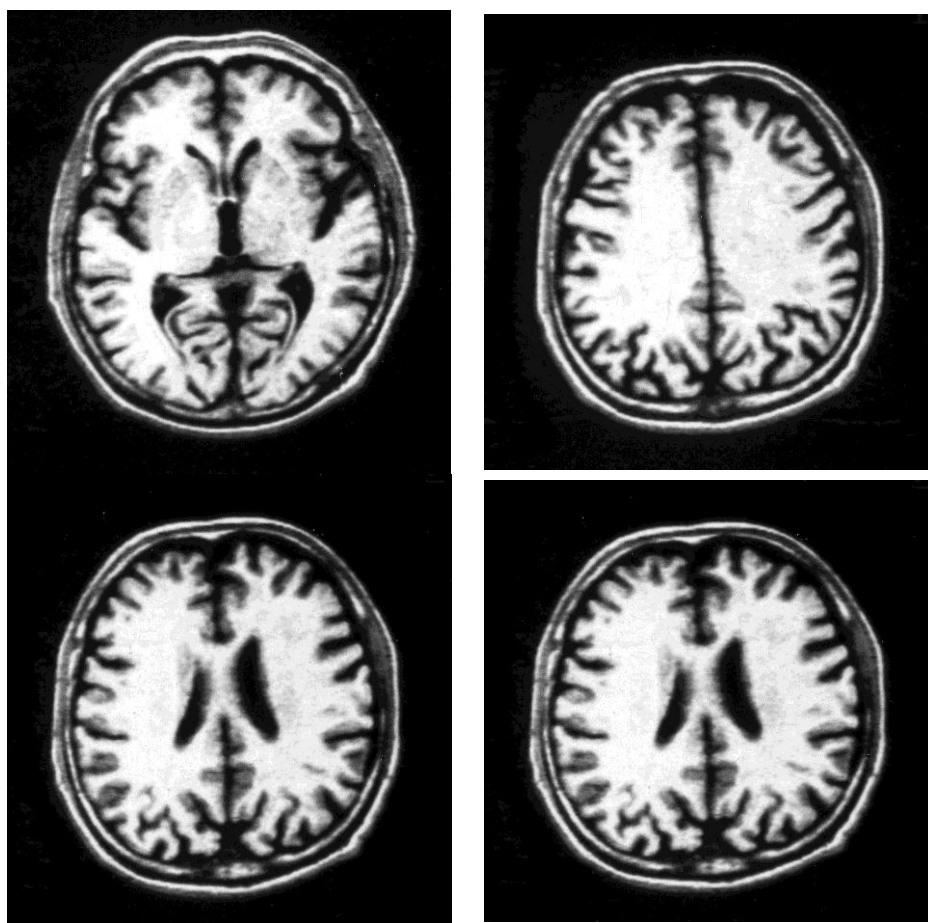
МР-томограммы пациента Д. Режим IR TR/TI = 2500/600 ms
